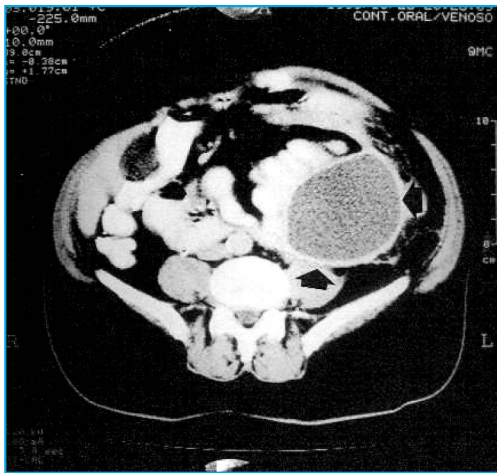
Tomografia computadorizada de abdômen, mostrando massa cística com cápsula bem definida (setas) e circundada por alças de intestino delgado, que estão deslocadas medialmente e situadas nas proximidades da cauda do pâncreas.
